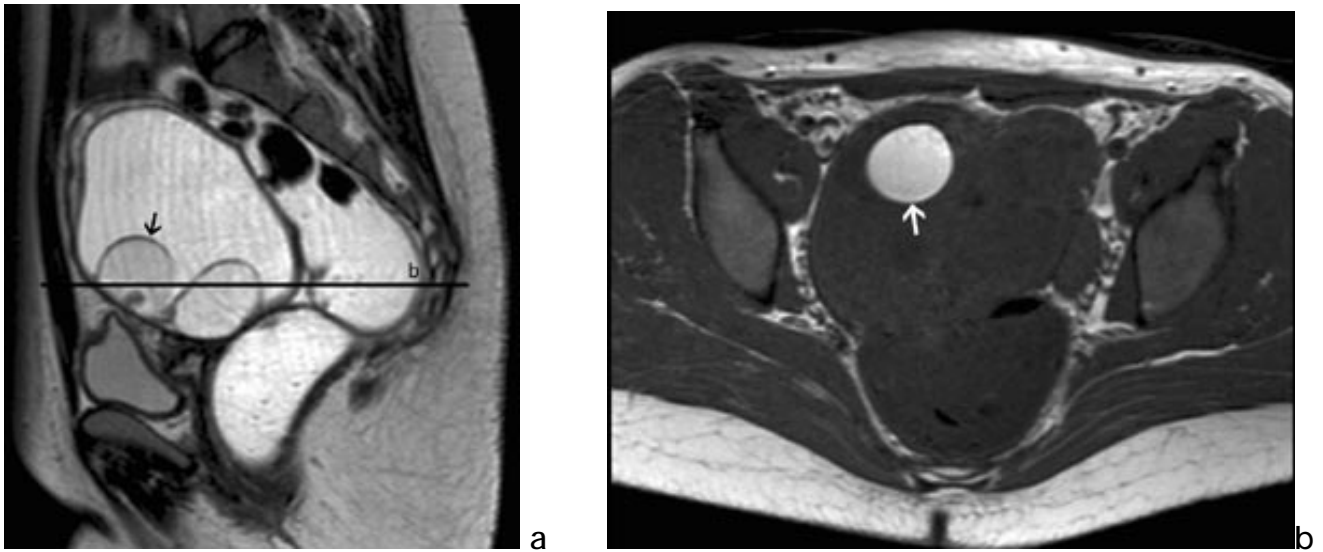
a: Coupe IRM sagittale T2. b: Coupe IRM axiale T1 d'un Tératome mature multiloculé ovarien droit :Le niveau de la coupe b est indiquée sur l'image a. Une seule logette présente un contenu sébacé (↖), les autres contiennent un liquide séreux [37].
